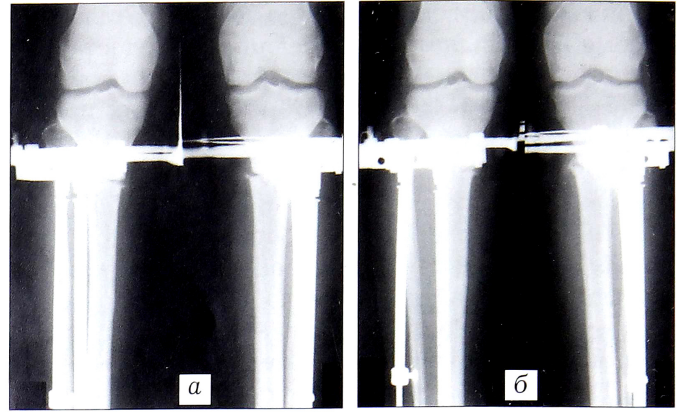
Рентгенограммы костей голени в прямой проекции в конце периодов коррекции (а) и фиксации (б).
